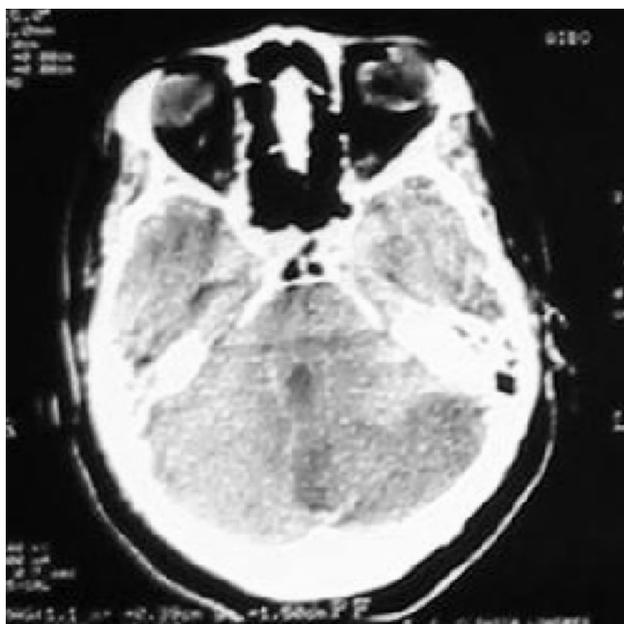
TAC que muestra hipodensidad del hemisferio cerebeloso izquierdo.
